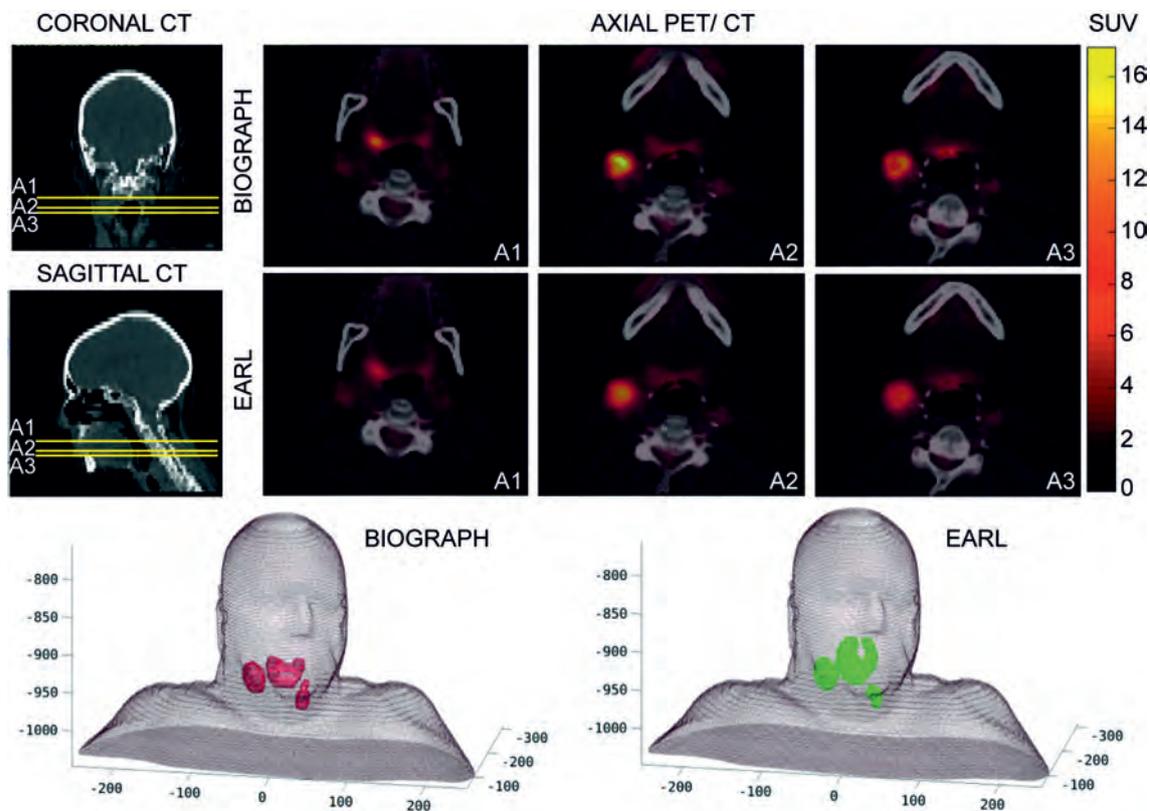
Diferentes resultados en la segmentación de los *targets* biológicos (BTs) según los protocolos de reconstrucción de imágenes para el estudio PET/CT del mismo caso de cabeza y cuello. Las filas superiores muestran tres cortes axiales (A1, A2, A3) de imágenes PET/CT, para el protocolo BIOGRAPH y para el protocolo EARL. La fila inferior muestra una visualización en 3D de los Bts obtenidos por medio del mismo algoritmo de segmentación, en las reconstrucciones de las imágenes. PET/CT para los protocolos BIOGRAPH (rojo) y EARL (verde).
